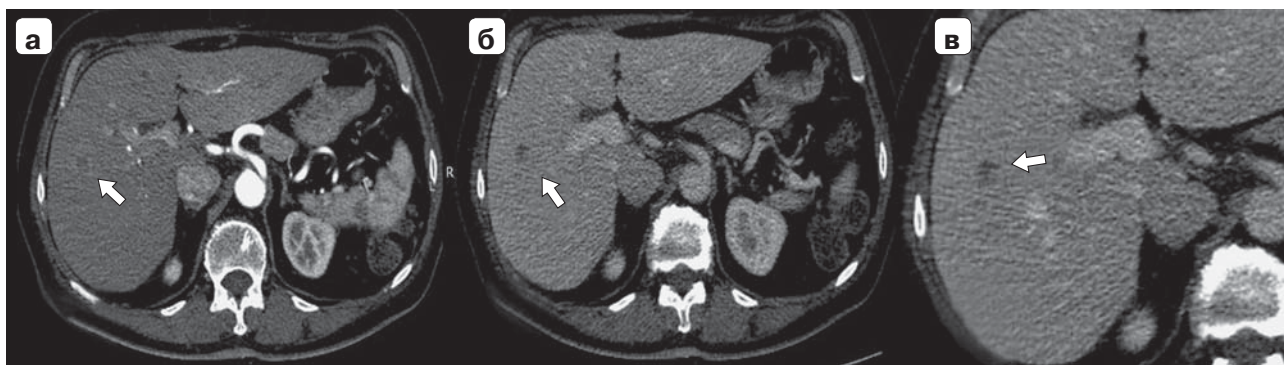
Компьютерные томограммы. Новообразование печени: а – АФ, опухоль в правой доле с умеренным накоплением контрастного препарата по периферии (указана стрелкой); б, в – часть новообразования изоденсна, сохранялся гиподенсный участок в центре (указан стрелкой).
